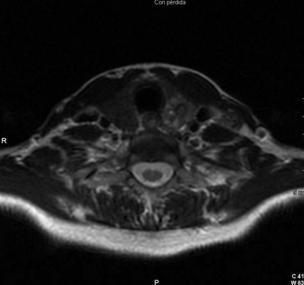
Imagen de resonancia magnética nuclear potenciada en T2 en la que se observa una masa hiperintensa en lóbulo tiroideo izquierdo, que corresponde a un carcinoma papilar de tiroides.
